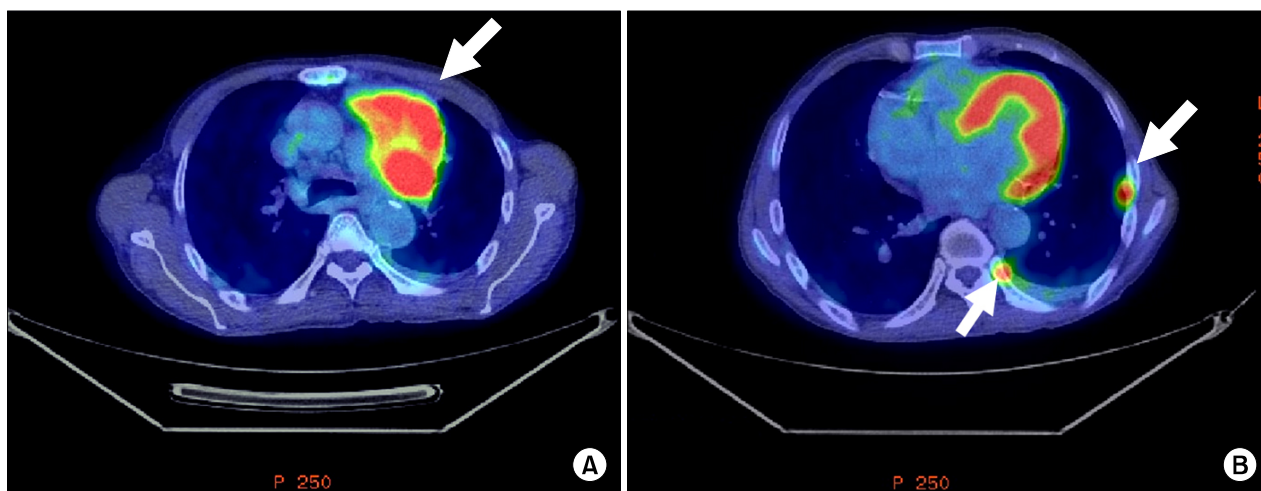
In the PET CT, there is an increased FDG uptake at the left upper lobe mass (SUV=8.8; arrow) shown in chest CT (A) and there are multinodular increased FDG activities at left pleura (SUV=5.4 and 4.1, respectively; two arrows) (B).
